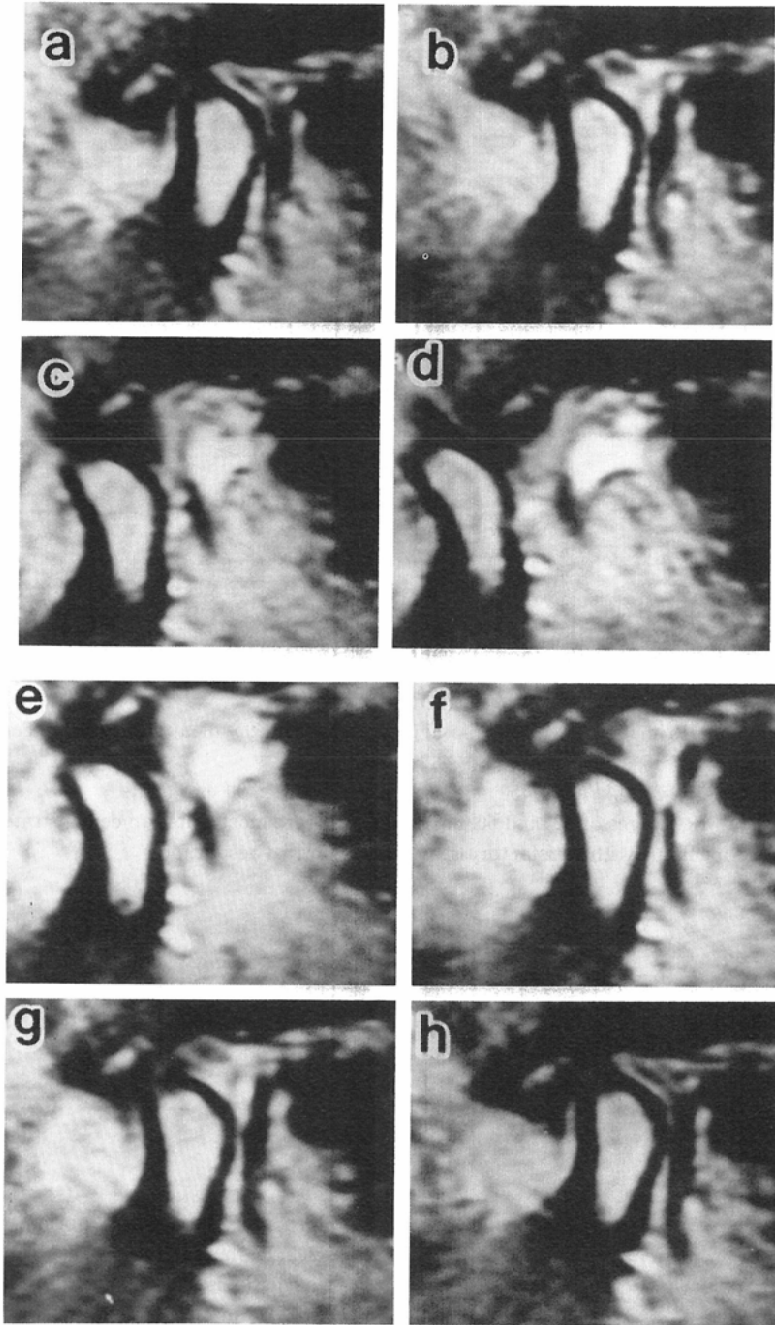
Pseudodynamic MR images of a normal volunteer (a~h). Coordination of meniscal motion and condylar translation are seen in opening cycle. Thin zone of the meniscus is revealed at 10 o'clock position against the condyle in closed mouth position (a) without displacement. Thin zone, at the mouth fully opened (f), is located slightly posterior to the condyle.
